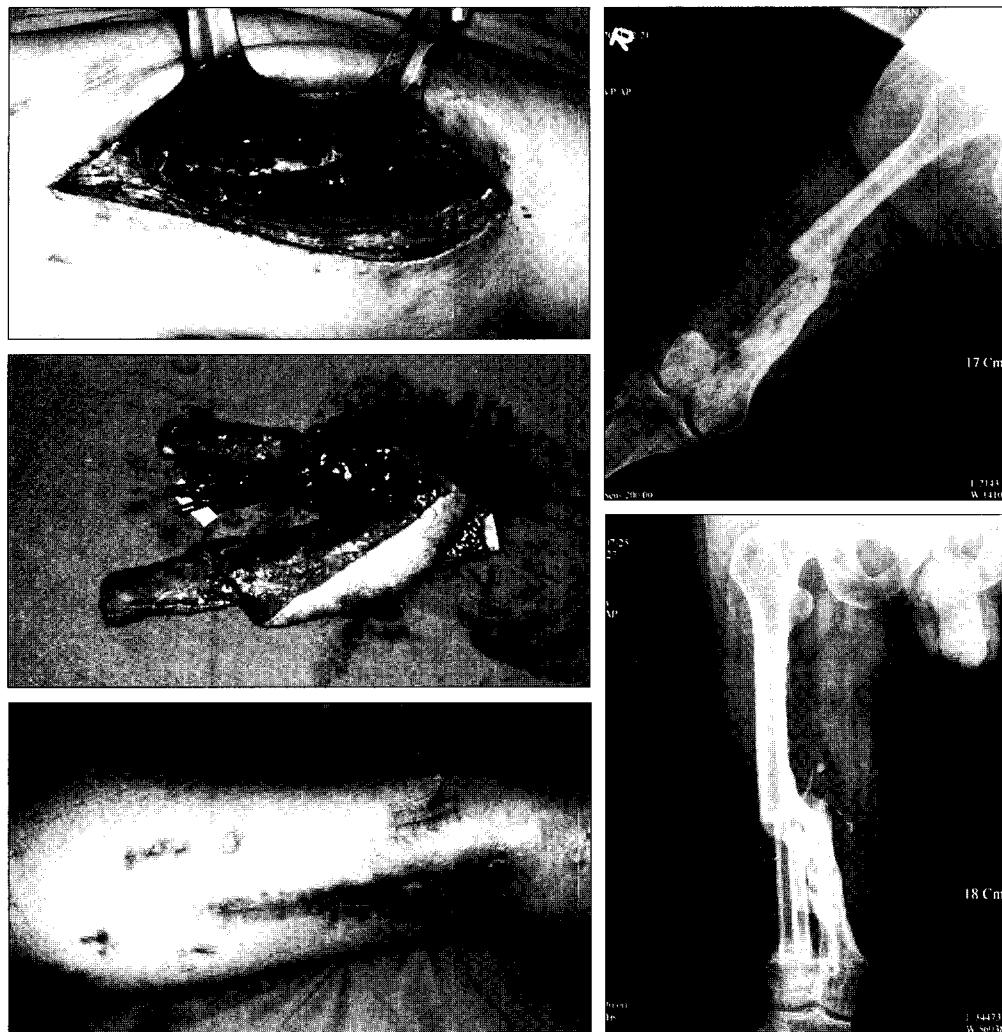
A 61-year-old man with chronic osteomyelitis of distal femur. (Above, left) Intraoperative view shows 11 cm bone defect of distal femur, (Center, left) intraoperative view of double barreled fibular osteocutaneous flap. (Below, left) Postoperative 6-months view shows complete healing state with operative scar. (Above, right) Preoperative X-ray shows distal femur with chronic osteomyelitis and bone defect. (Below, right) Postoperative 6 months x-ray shows grafted double barrel fibular osteocutaneous flap and callus formation.
